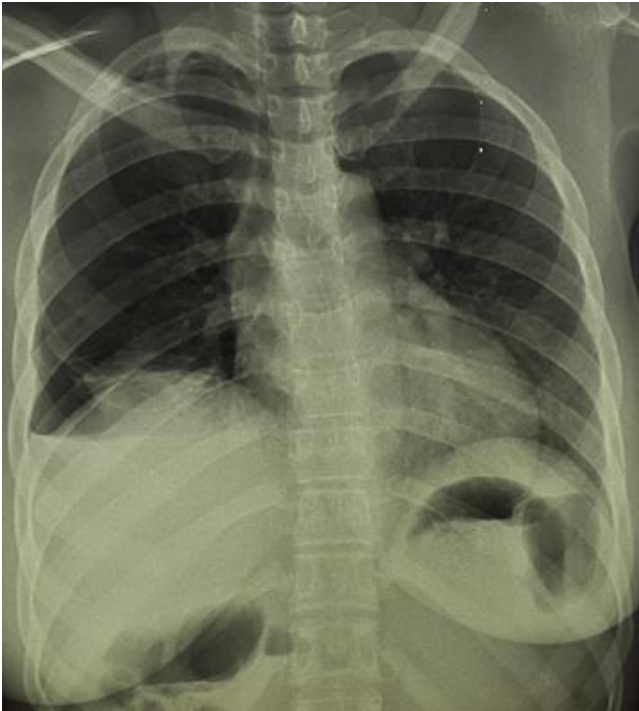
Radiographie thoracique de face de Mme KM montrant un épanchement pleural mixte (hydro aérique).
